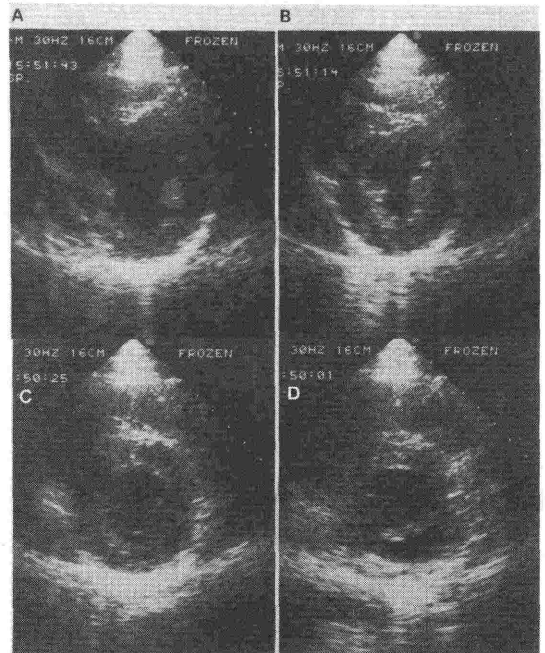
短軸断層心エコー図。上段は乳頭筋附近の断面、下段は心尖よりの断面像、短軸断面の壁運動がわかる。AおよびCは拡張期、B、Cは縮期を示す。
